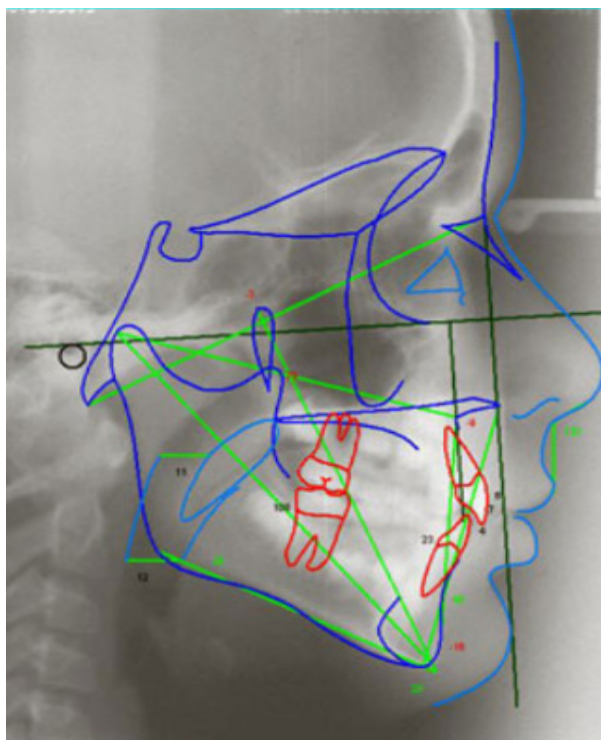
Tomografia Cone Beam na Cefalometria
